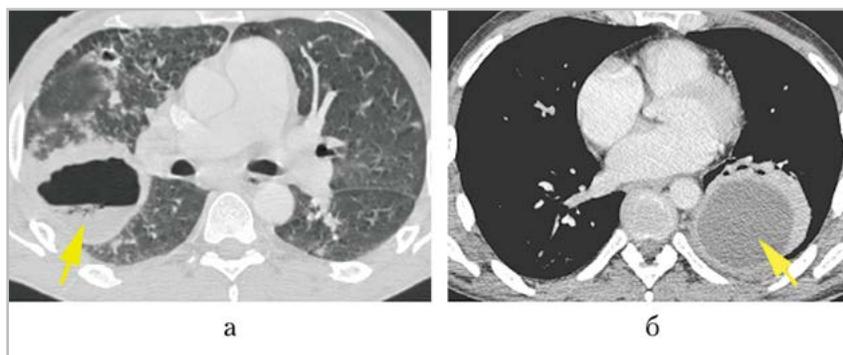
МСК-томограммы органов грудной полости (разные пациенты) с болюсным контрастным усилением, отсроченная фаза: а — абсцесс правого легкого после бронхиальной санации; б — абсцесс левого легкого до санации (стрелки)
